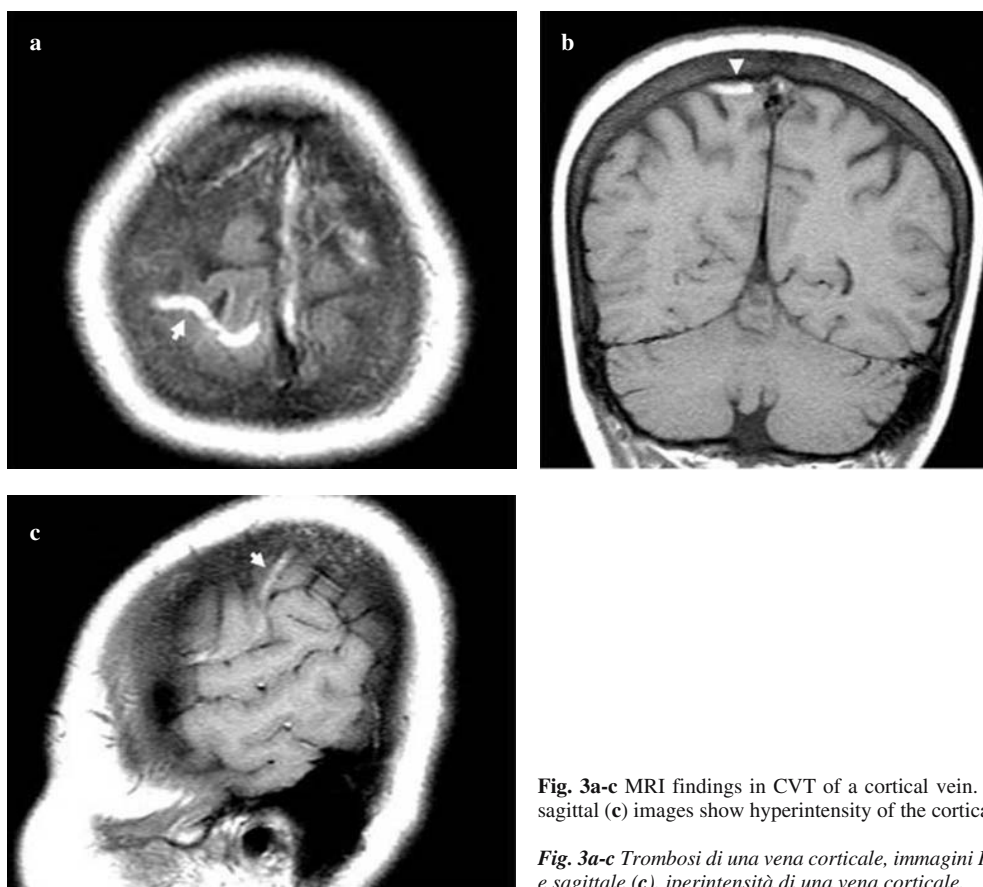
MRI findings in CVT of a cortical vein. T1-weighted axial (a), coronal (b) and sagittal (c) images show hyperintensity of the cortical vein.
